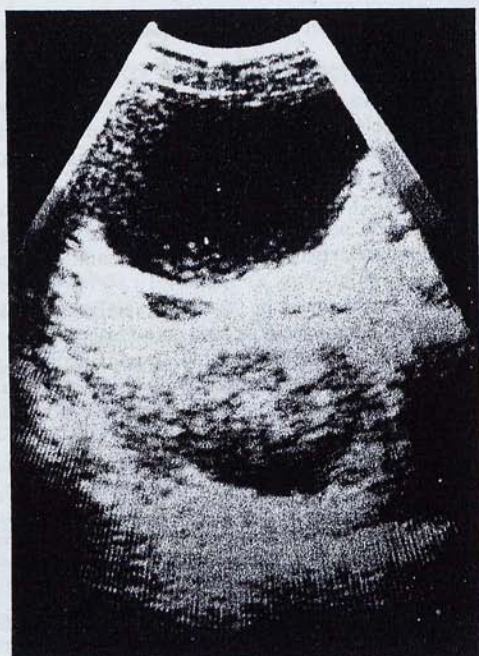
Ecografia 2: tall trasvers que objectiva entre l'espai subhepàtic i el ronyó una col·lecció líquida amb presència de detritus en el seu fons.
